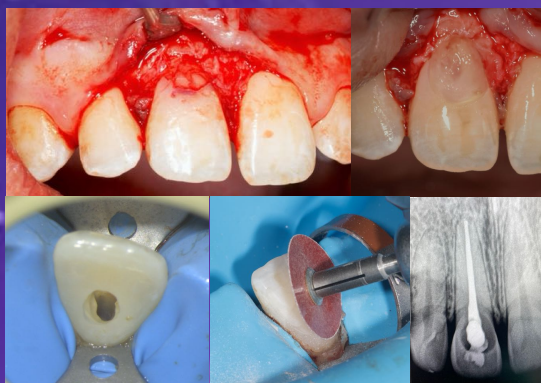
Acesso à lesão (A), remoção da lesão (B), acesso endodôntico (C), polimento final (D) e radiografia final (E)
